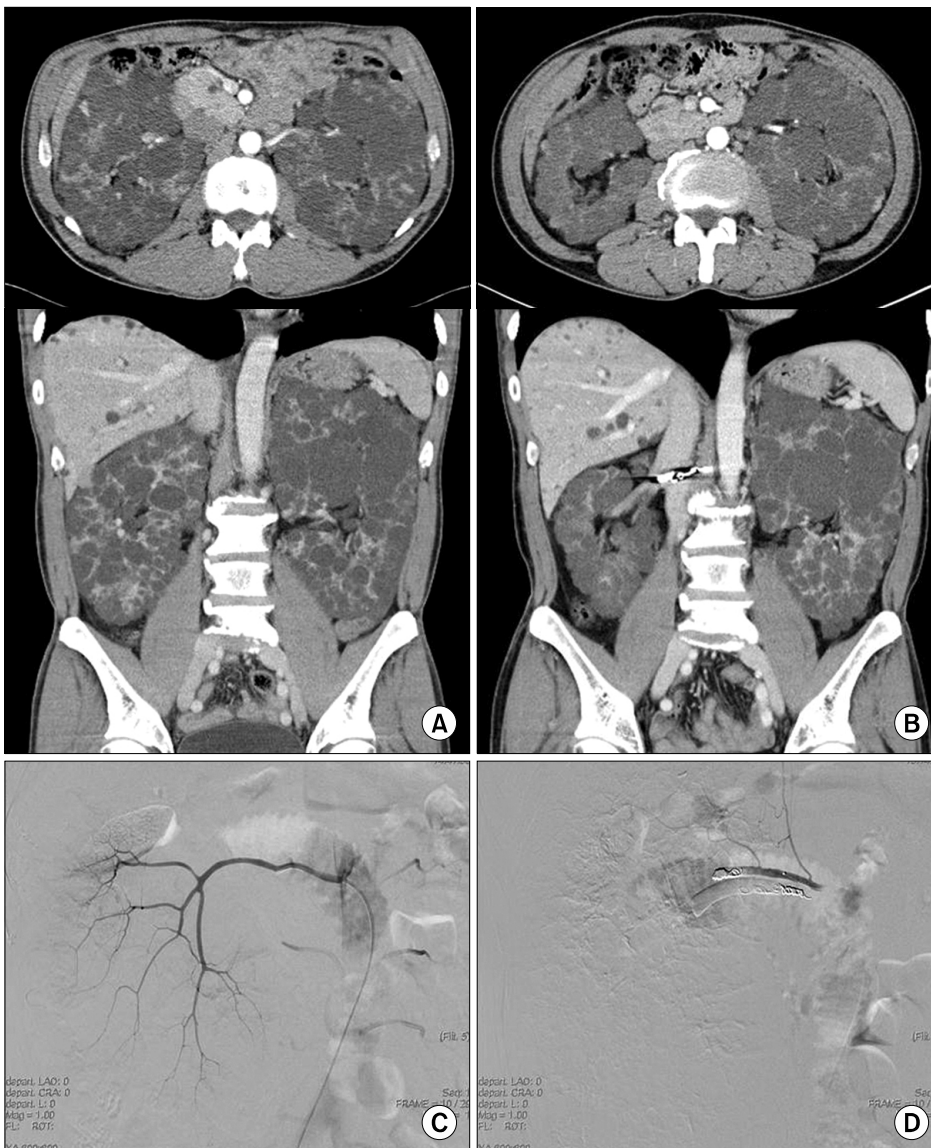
Case 1. (A) Initial abdominal CT shows enlarged kidneys with multiple cysts. (B) Follow-up abdominal CT taken 3 months after right renal artery embolization shows markedly decreased size of the right kidney. (C) Selective angiography of the right renal artery reveals a typical polycystic kidney vascular bed. (D) Coil embolization of renal artery induce stagnant flow without the filling of intra-renal branches and complete obstruction of the two renal artery.
